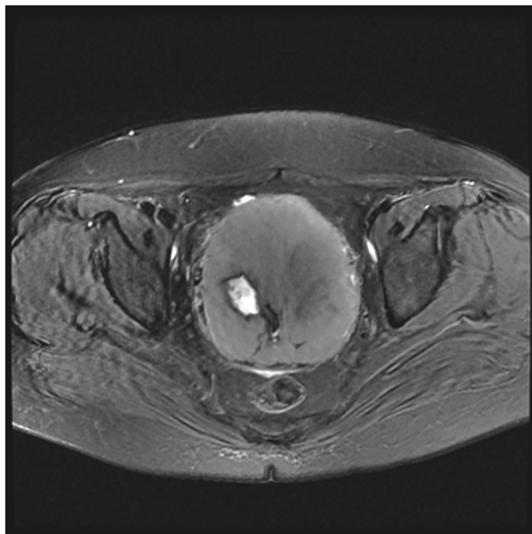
MRI(平扫)轴位T2W1/FS肿瘤较大,内部信号大致均匀,见明显囊变坏死灶及出血
